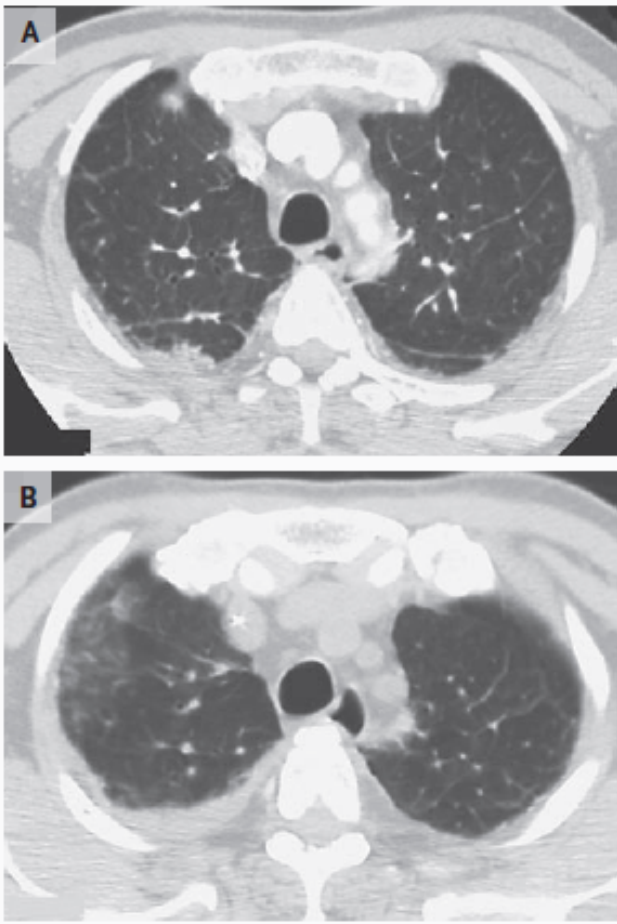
CT Scans of the Chest.
